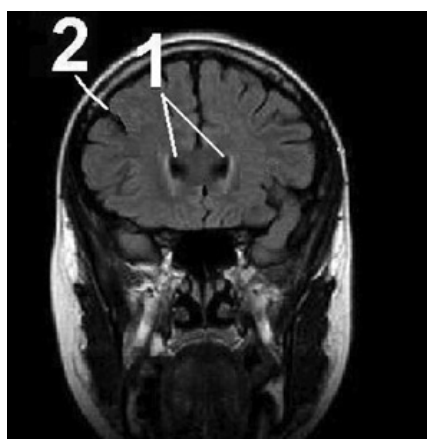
Пациент К., 1 год. МРТ головного мозга после остеопатического лечения:
